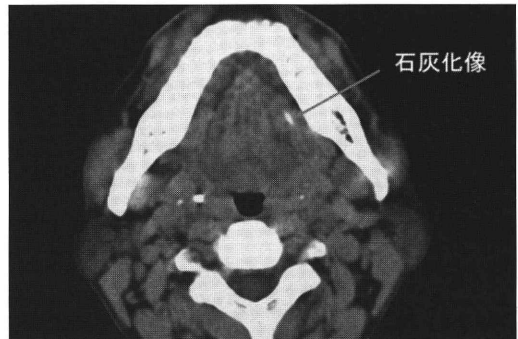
2003年CT. 左口腔底の位置に左顎下腺管内唾石と思われる石灰化像を認めた(矢印)。
